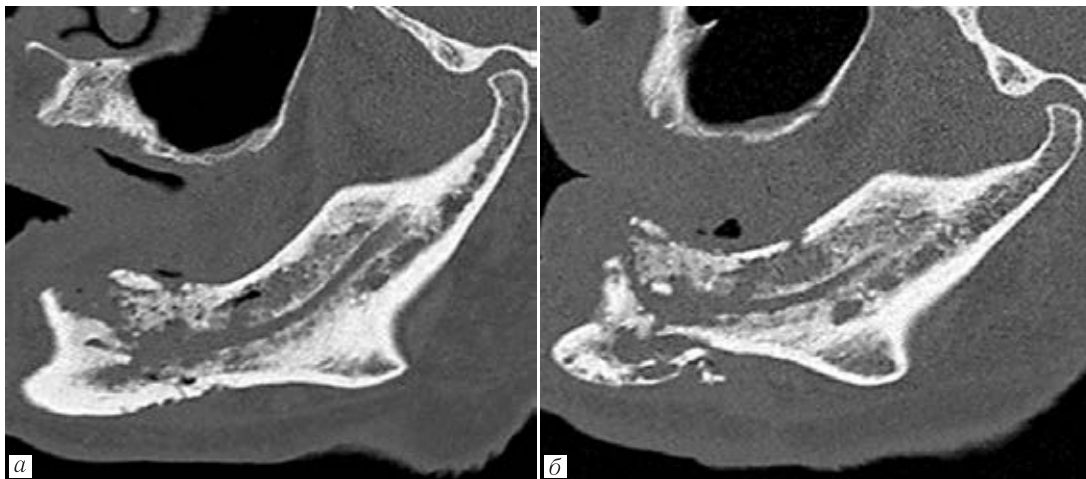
МСКТ. Реконструкции в кососагиттальной плоскости: *а* — постлучевой остеонекроз нижней челюсти с формированием неполного патологического перелома без смещения отломков с наличием множественных внутрикостных скоплений газа; *б* — спустя 8 мес постлучевой остеонекроз нижней челюсти в стадии секвестрации с формированием полного патологического перелома со смещением отломков. Ранее определявшиеся внутрикостные скопления газа отсутствуют
